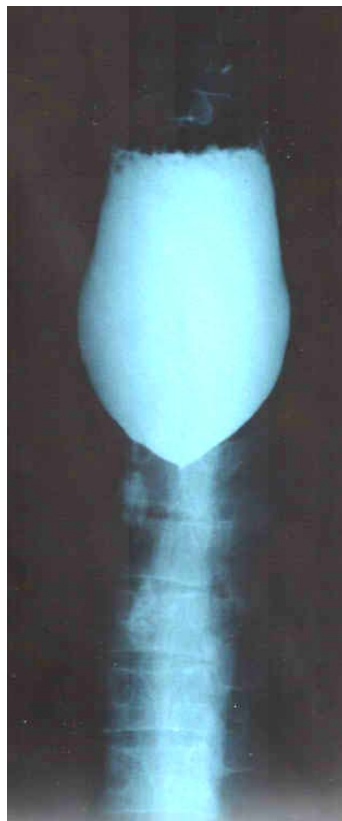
Пациент В. Стриктура пищевода. Рентгенограмма
